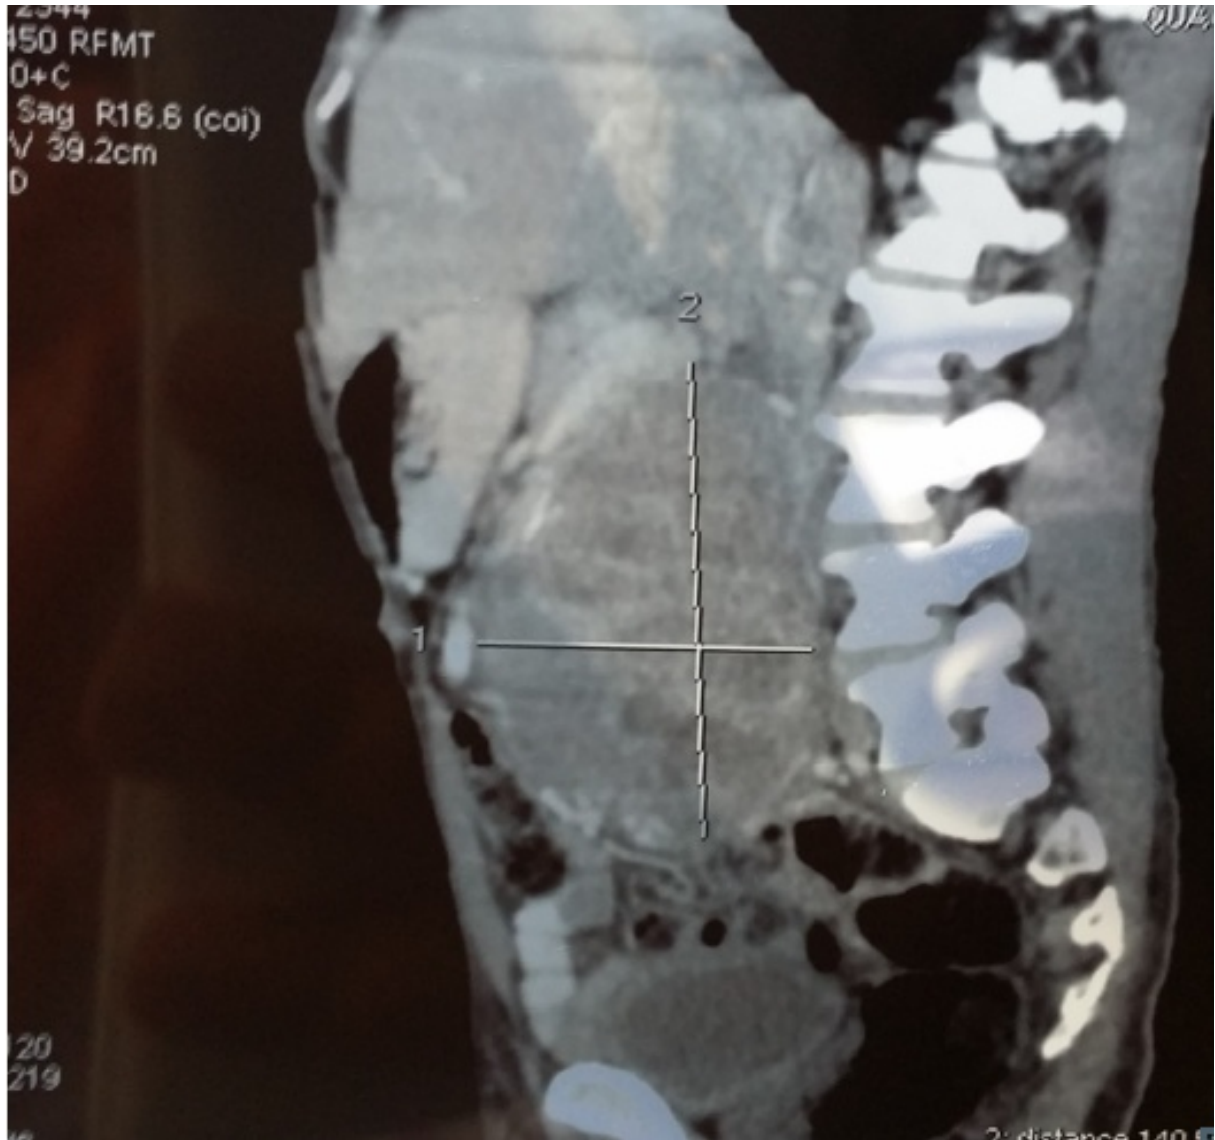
Fig12TDM, Volumineuse masse de 14cm de gd axe, tissulaire, étirant une anse du grêle ;aspect compatible avec un GIST . (casN6)
